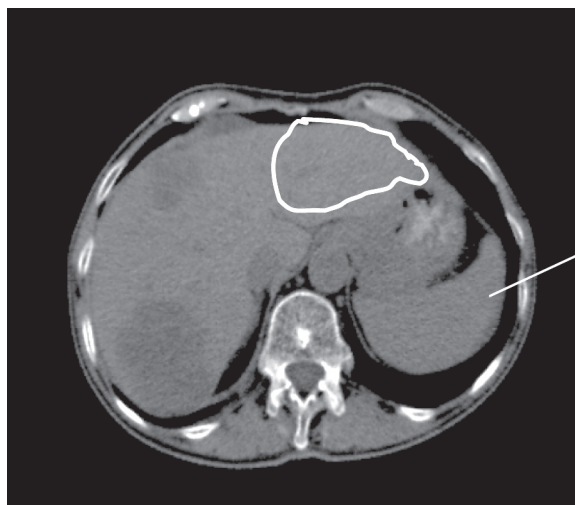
КТ печени до операции: объем ремнанта 216 см³
